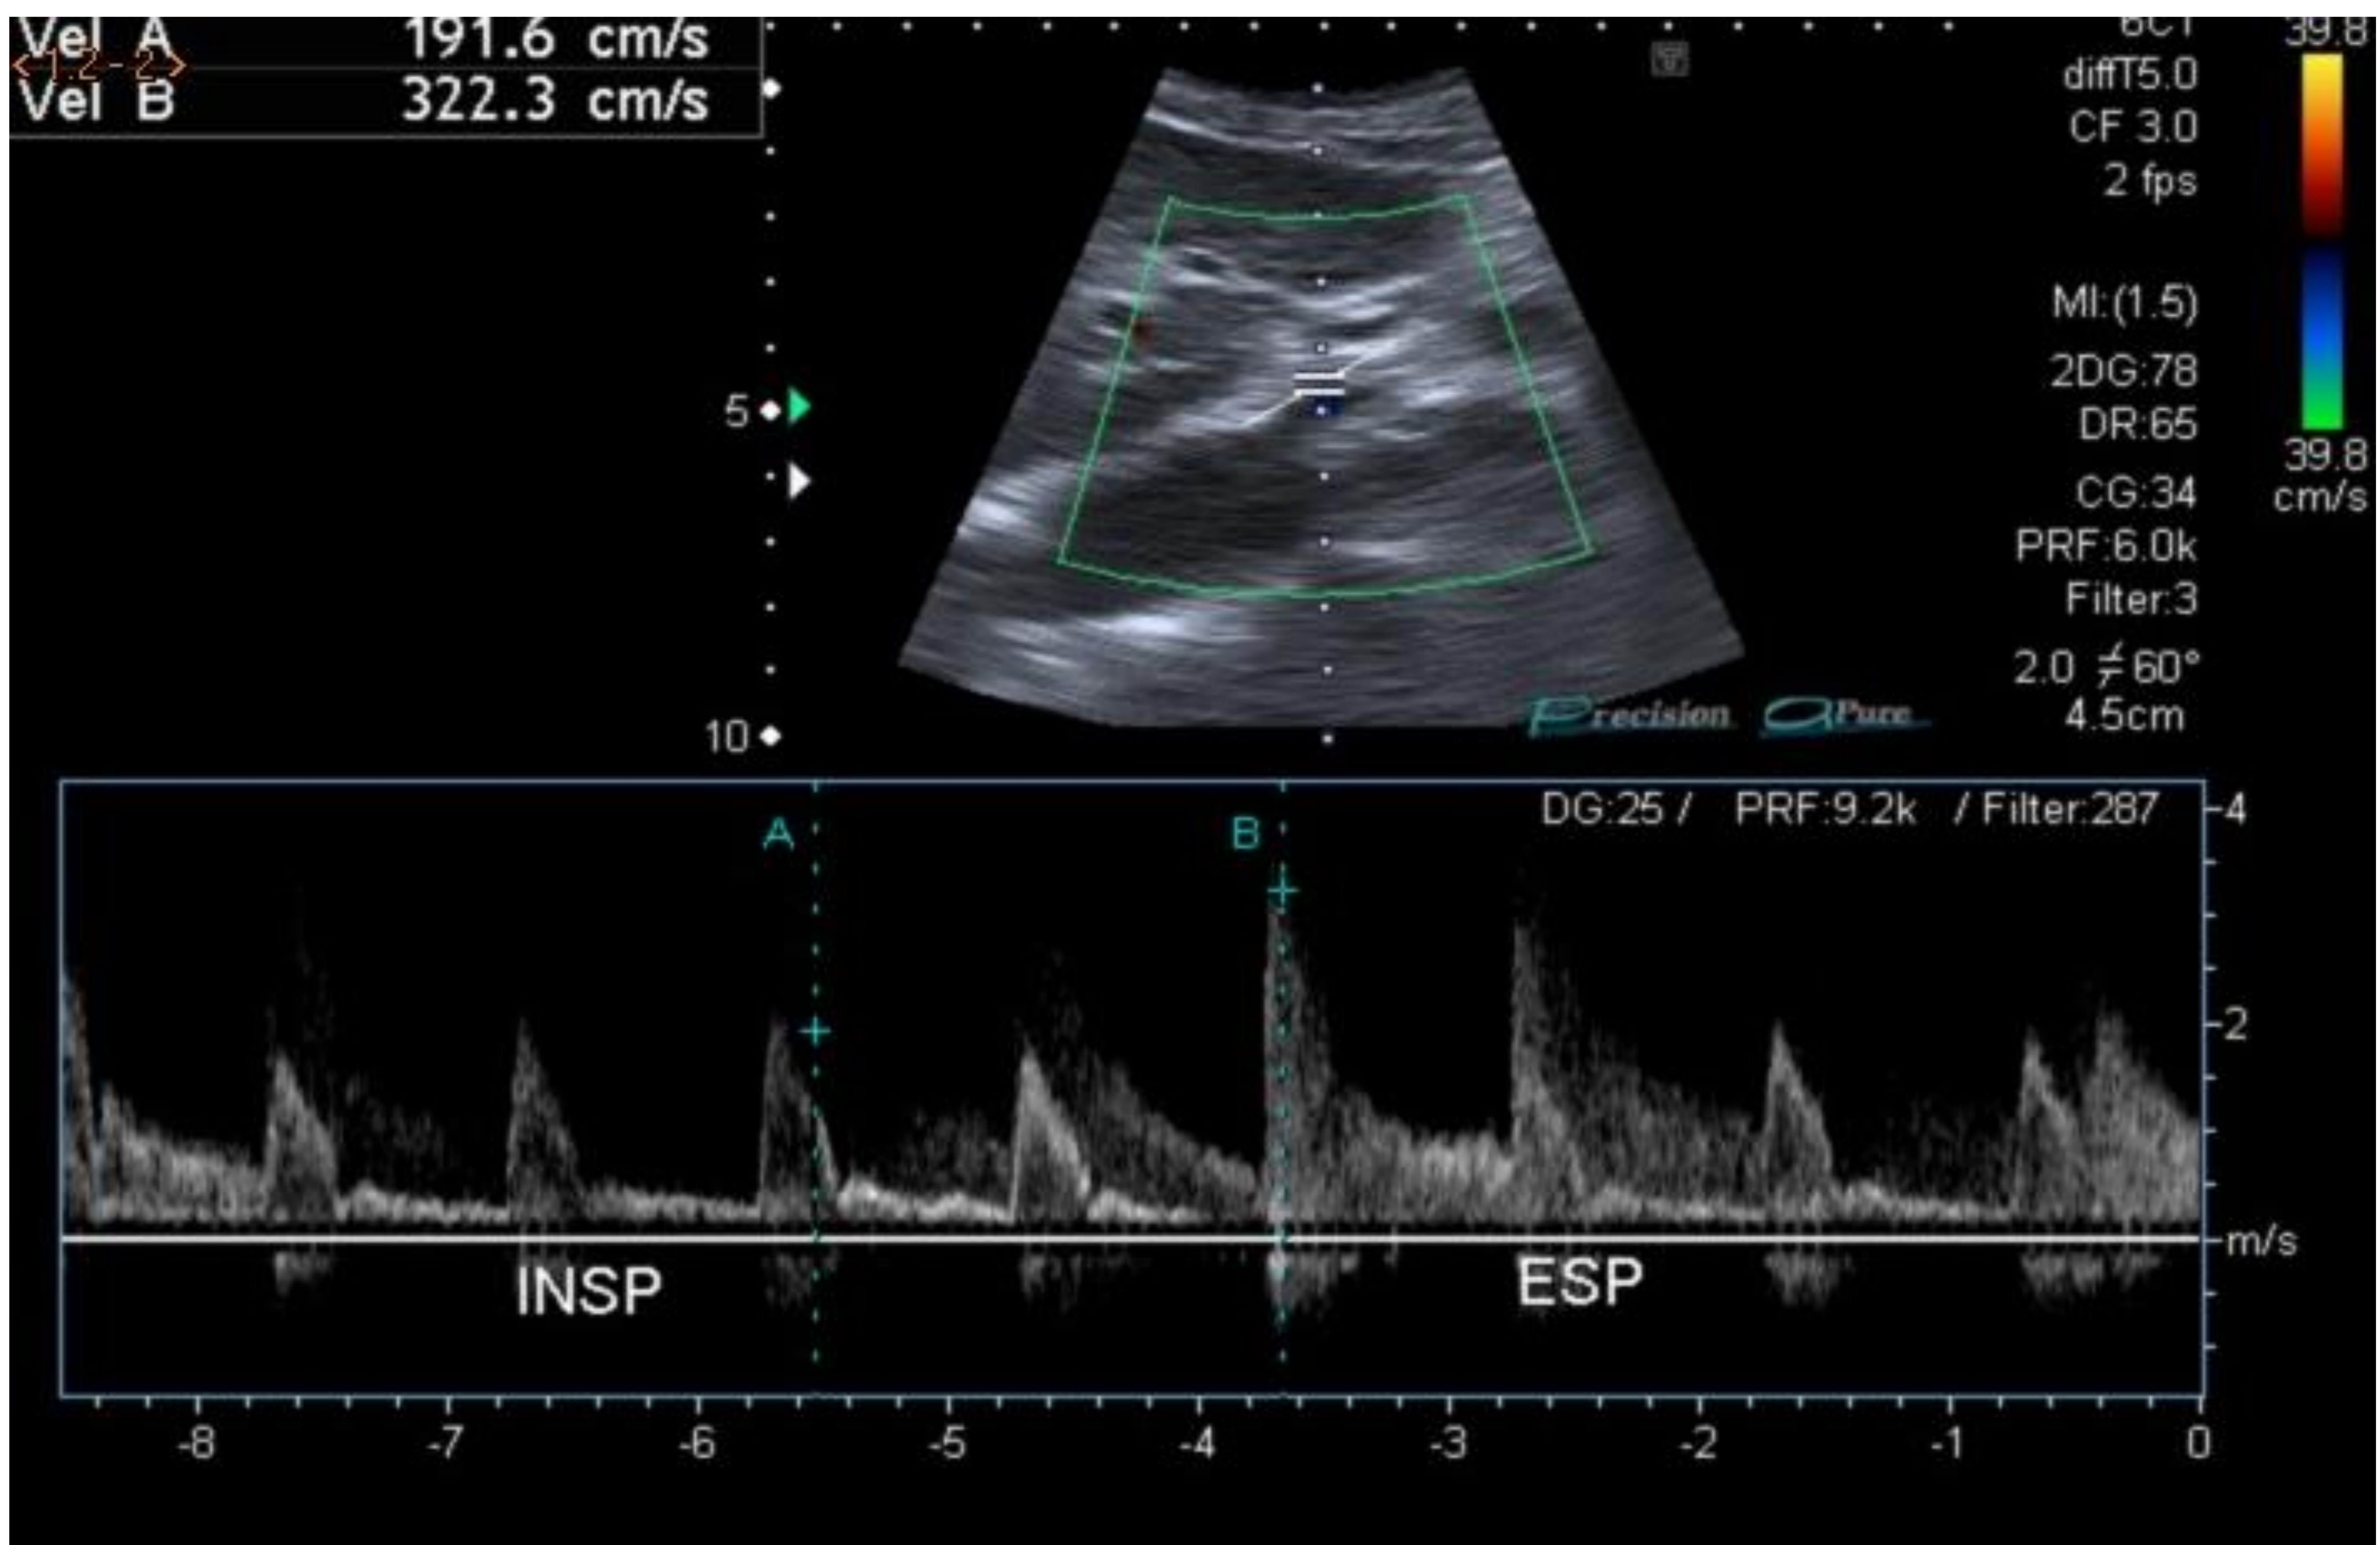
La imagen muestra ecografía Doppler con medidas de las velocidades de flujo en el tronco celíaco al final de la inspiración y duplicadas al final de la espiración References: Servicio de Radiodiagnóstico. Hospital Universitario Virgen Macarena. Sevilla. España.
